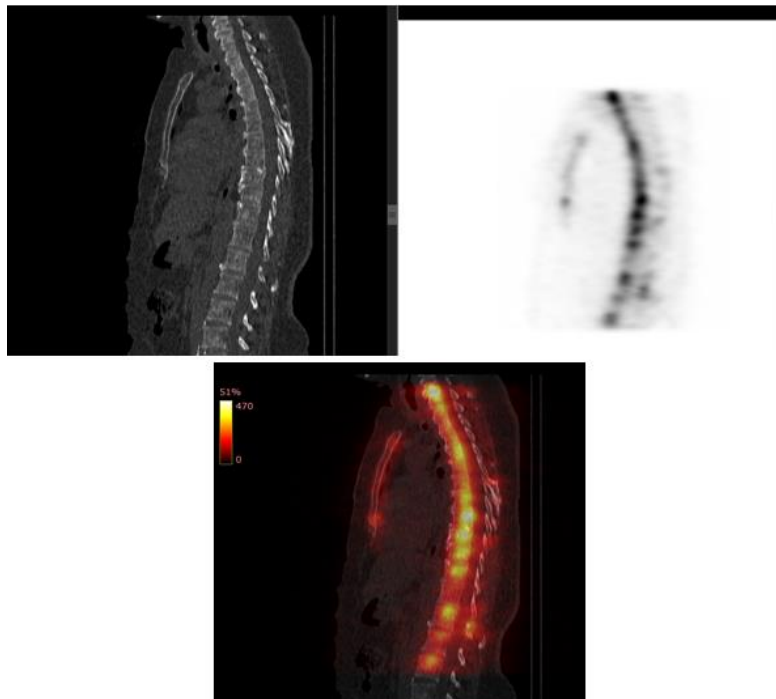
Συμπληρωματικές SPECT εικόνες θώρακα στα τρία ανατομικά επίπεδα, εγκάρσιο, οβελιαίο και στεφανιαίο επίπεδο (Εικόνα 49). Ευγενική παραχώρηση από το αρχείο του Πυρηνικού Ιατρού και Διευθυντή ΕΣΥ, τμήματος Πυρηνικής Ιατρικής του Π.Γ.Ν. «Αττικόν» κ. Αρμενιάκου Ιωάννη)
